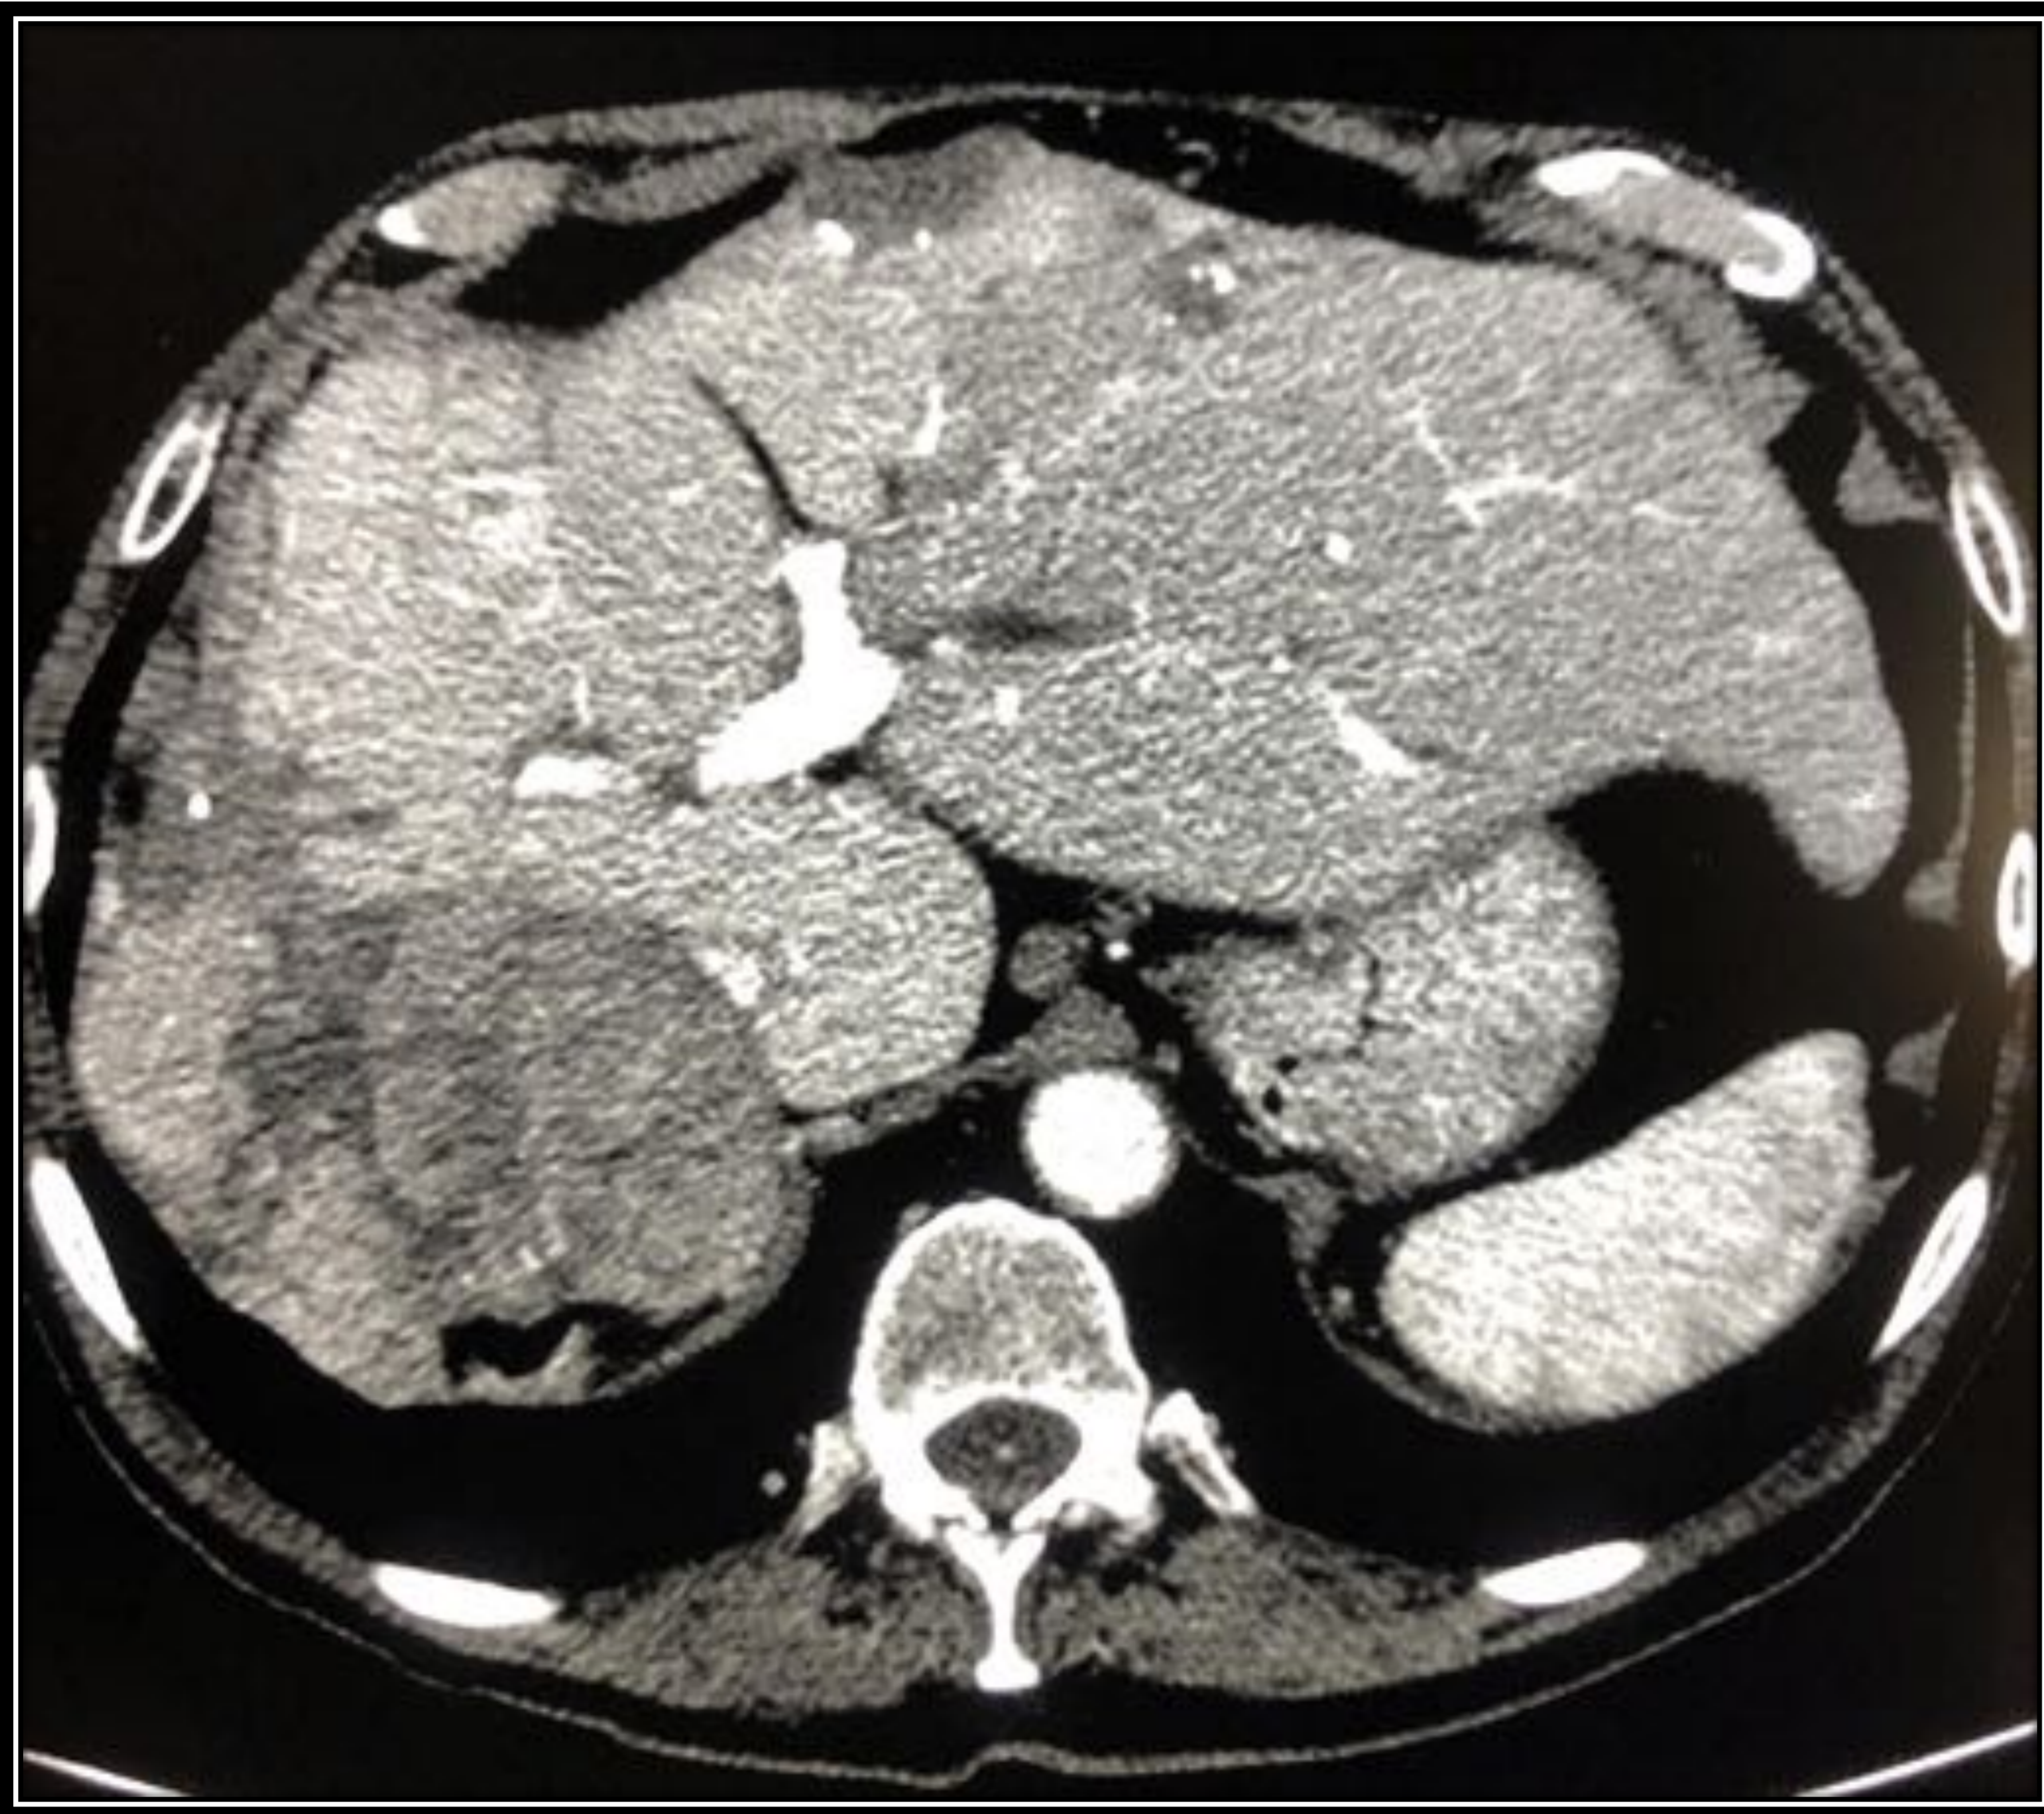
TC del mismo paciente anterior en fase portal. Las lesiones lavan, si bien la localizada en segmento 4 aún presenta realce.
